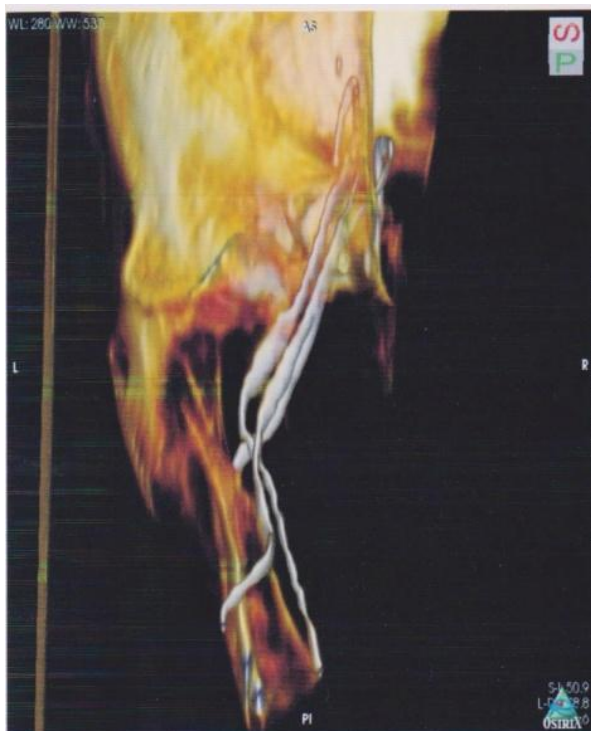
Визуализация расположения целевых нервов относительно костных структур в области депо анестетика при мандибулярной анестезии (томограмма).
